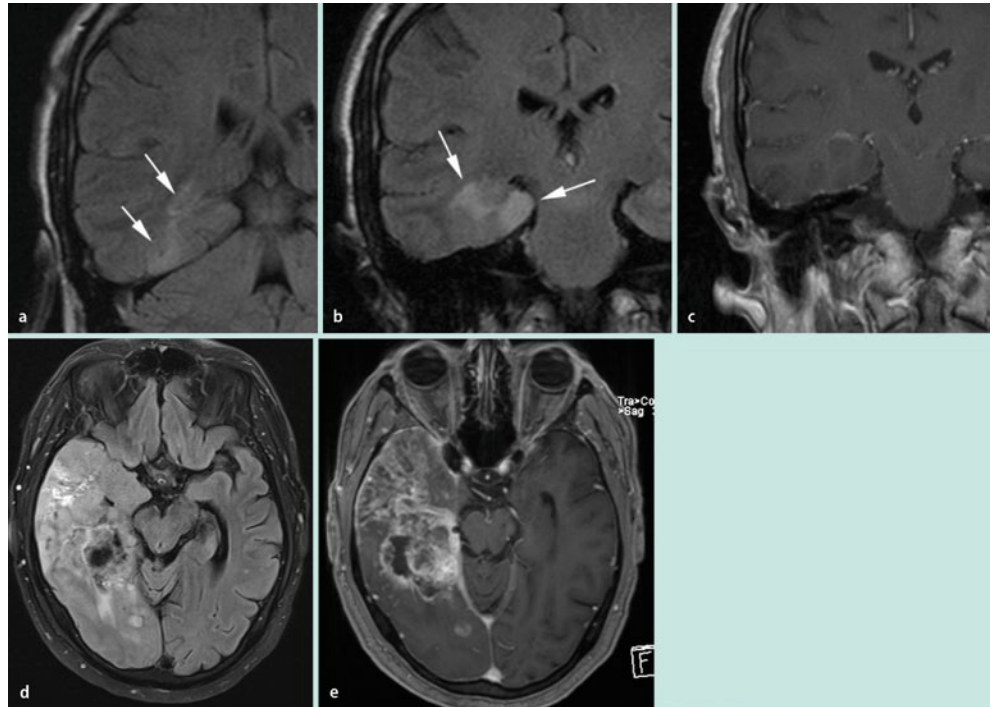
▲ Entstehung eines Glioblastoms: Der 53-jährige Patient präsentierte sich mit einem Krampfanfall. Die MRT zeigte eine Signalsteigerung in der FLAIR-Sequenz am rechten Temporallappen (a). Die MRT-Kontrolle nach einem Jahr zeigte eine Progredienz der Läsion, nach KM-Gabe war keine KM-Aufnahme nachweisbar (b,c). Die Biopsie zeigte, dass es sich um ein Astrozytom Grad II handelte. Im weiteren Verlauf zeigte sich ein weiterer Progress des Tumors mit Entwicklung eines Glioblastoms. Die FLAIR-Sequenz 3 Jahre später zeigte eine ausgedehnte unregelmäßige Raumforderung mit inhomogener KM-Aufnahme und Nekroseareale (d,e)
